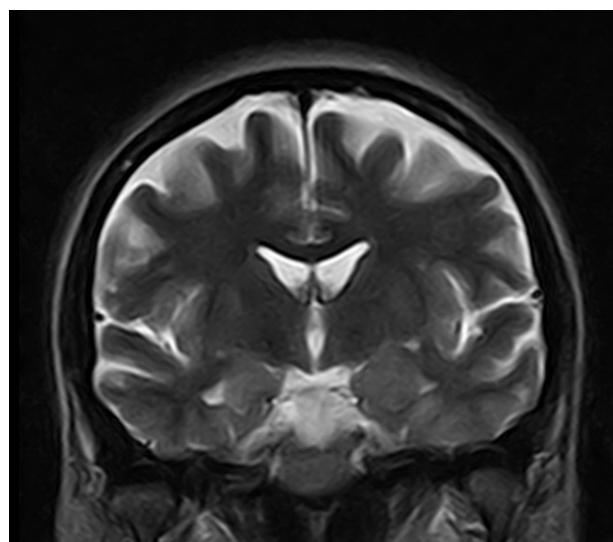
МРТ головного мозга (2015).
